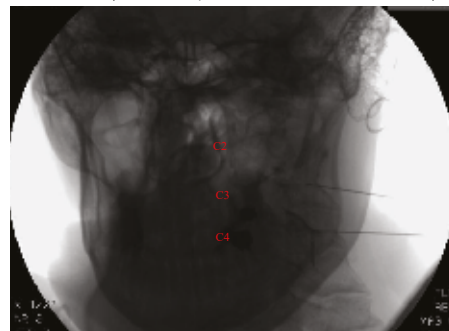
Laterálny RTG obraz krčnej chrbtice, kde sú umiestnené ihly vo foraminách C2/3 a C3/4, kontrast je pozdĺž koreňov C3 a C4
